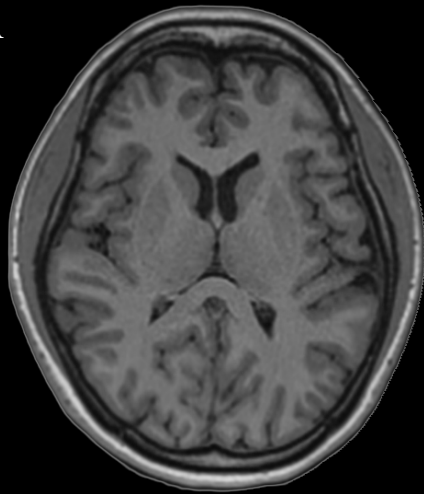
Secção transversal (axial) do encéfalo ao nível do joelho e esplênio do corpo caloso. RNM (A) e TC (B). Neste plano de corte é possível identificar a cabeça do núcleo caudado, lateralmente ao corno frontal do ventrículo lateral e o átrio do ventrículo lateral. A cápsula interna separa o núcleo putame do tálamo e núcleo caudado. Observa-se nitidamente o córtex insular, profundamente aos giros pré e pós-central.
